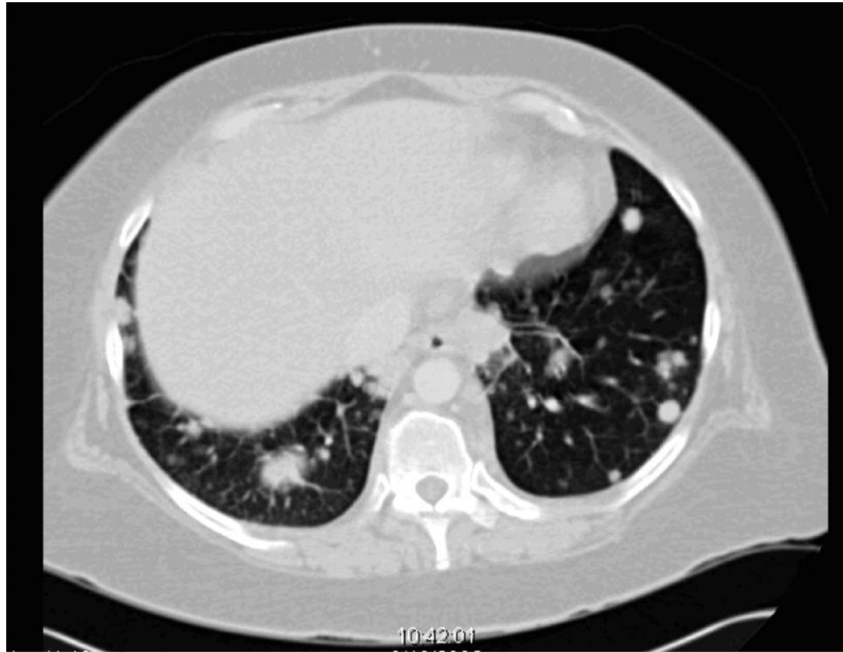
Computertomographie der Lunge mit milchglasartigen Trübungen um noduläre Verdichtungen als charakteristische Frühform der Invasiven Aspergillose (IA) [9].
